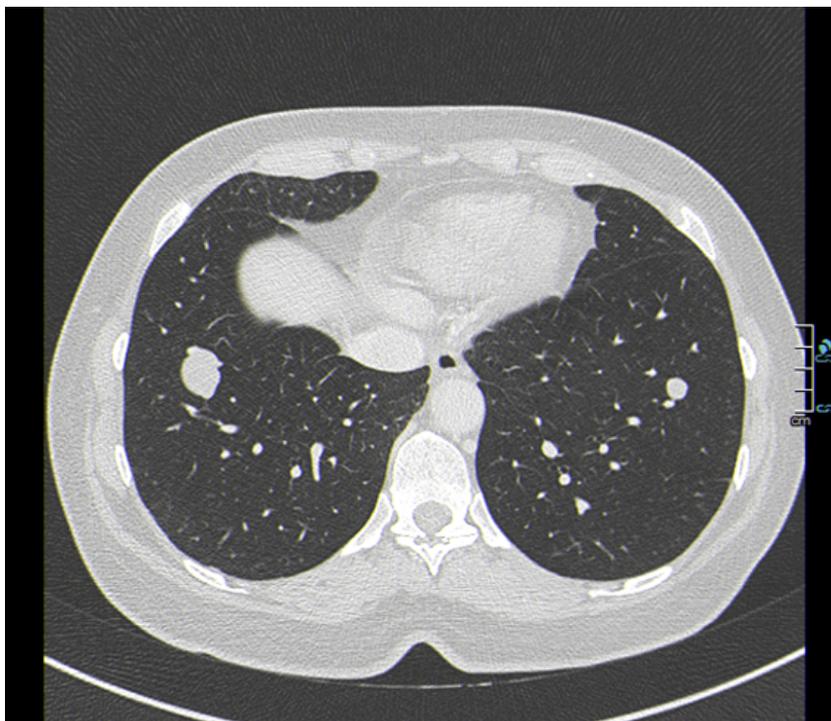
Tomografia computadorizada tórax: árvore traqueobrônquica permeável até a sua divisão subsegmentar. Na avaliação do parênquima pulmonar, individualizam-se formações nodulares arredondadas, de contorno regular, a maior no lobo inferior direito, medindo 2,4cm no plano axial, individualizando-se outras de menores dimensões, nomeadamente no segmento basal externo do lobo inferior esquerdo com 8mm e 5mm, e ainda outras milimétricas dispersas bilateralmente. Os aspectos sugerem depósitos secundários.
